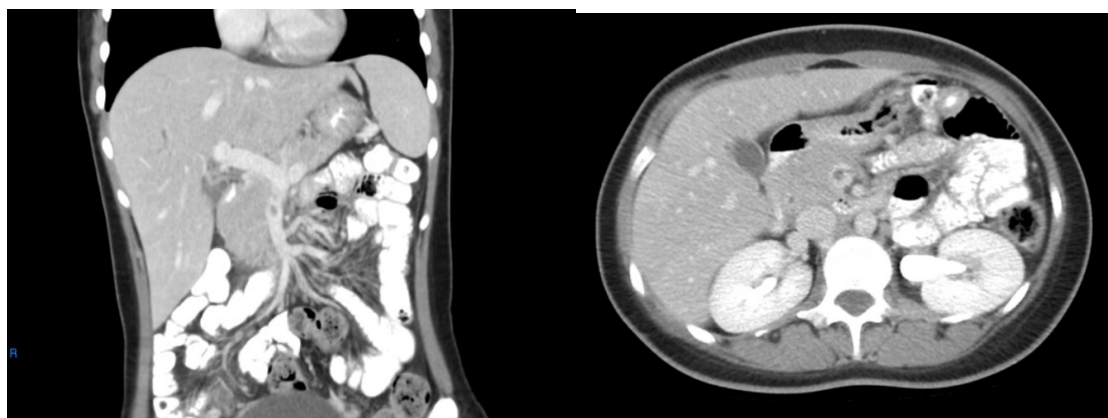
angio-tomografia de abdome com apresentação de trombo em lúmen de veia porta/mesentérica. Fonte: autor
